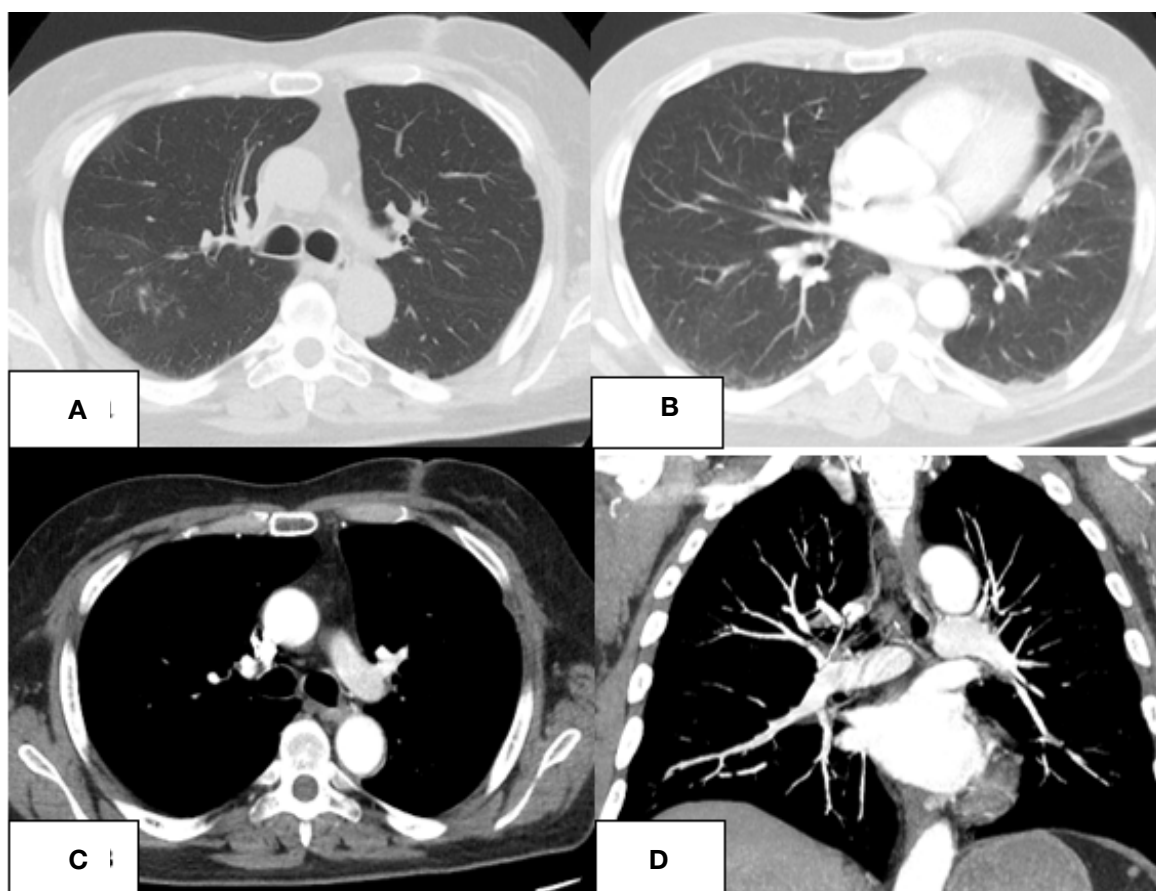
КТ груди. Положительная динамика: А – уменьшение инфарктной пневмонии правого легкого; В – уменьшение внутрилегочной гематомы слева; С – регресс воспалительных изменений по ходу раневого канала, уменьшение парааортальных изменений; Д – регресс ТЭЛА справа
